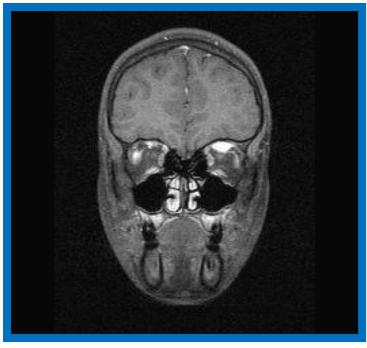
RM de las órbitas
